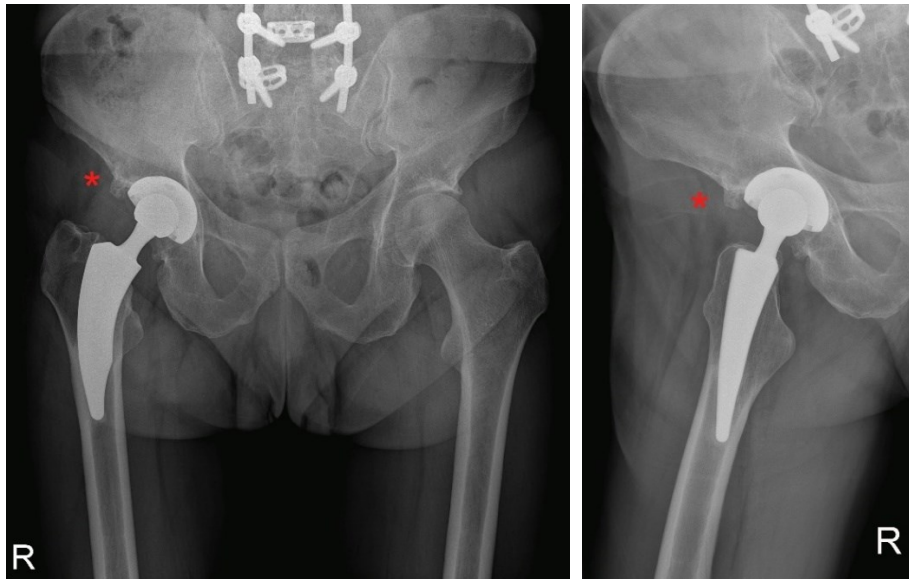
/b: *Darstellung einer heterotopen Ossifikation Grad II im Bereich des rechten Azetabulums nach Implantation eines NANOS-Schaftes (a.p. und axiale Röntgenaufnahme)
